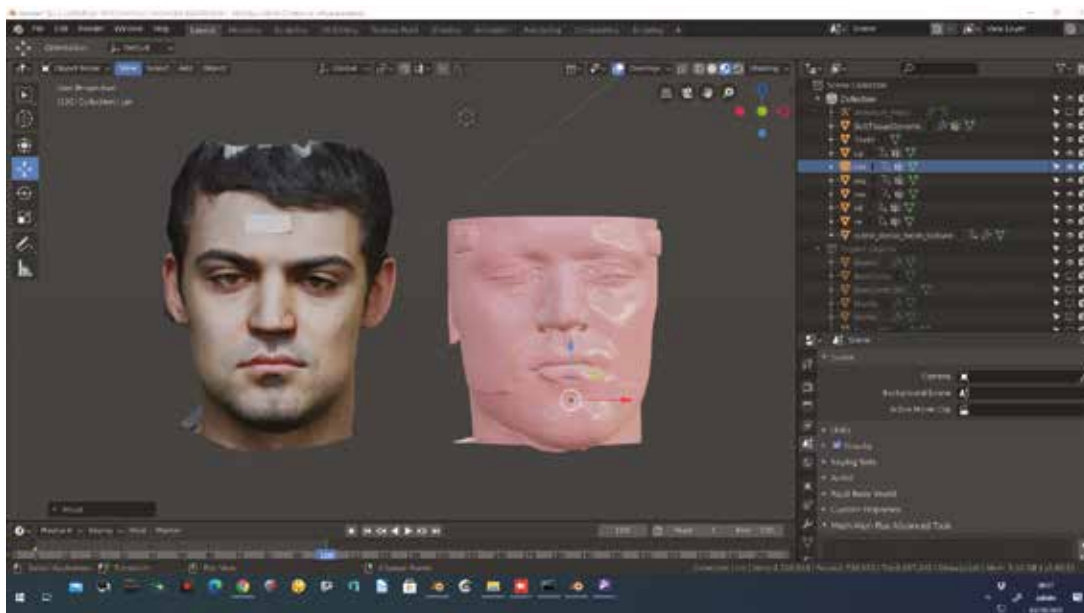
Fotogrammetria MOCAP/Cone Beam (medio trusione)
